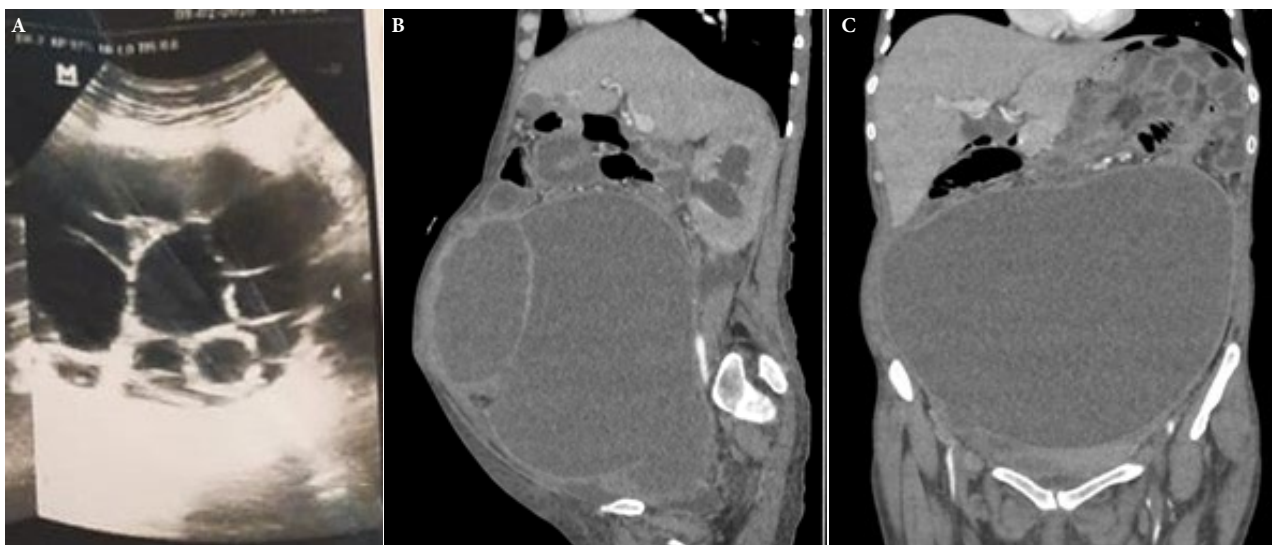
Estudios de imagen. (A) Ultrasonografía realizada en el 2022: masa heterogénea, de 9 × 10 cm², con múltiples imágenes quísticas en su interior, de clasificación Gharbi III. (B) Corte sagital de tomografía espiral multicorte con contraste. (C) corte coronal de tomografía espiral multicorte con contraste realizada en el 2022: masa de aspecto quístico complejo de naturaleza mixta de 25 × 19 × 26 cm³, con desplazamiento de estructuras intraabdominales adyacentes e hidroureteronefrosis, de clasificación Gharbi tipo IV.
